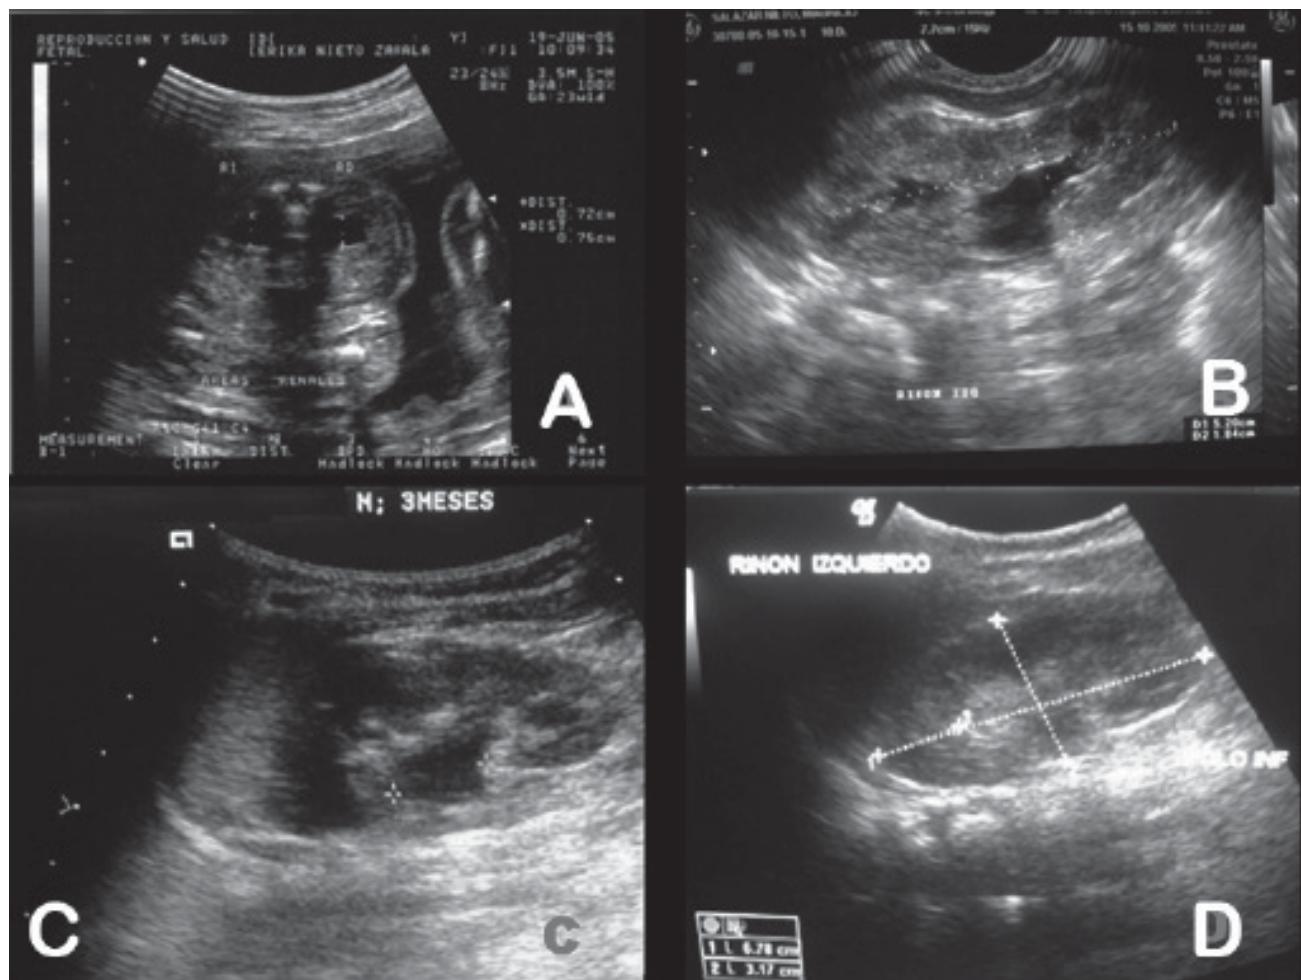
Ultrasonido prenatal a las 23 semanas de gestación (A), con dilatación pielocaliceal bilateral. Ultrasonido (corte sagital) del riñón izquierdo a los 10 días de vida (B), 3 meses (C) y 6 meses de edad (D). En este último ya no hay dilatación pielocaliceal.
